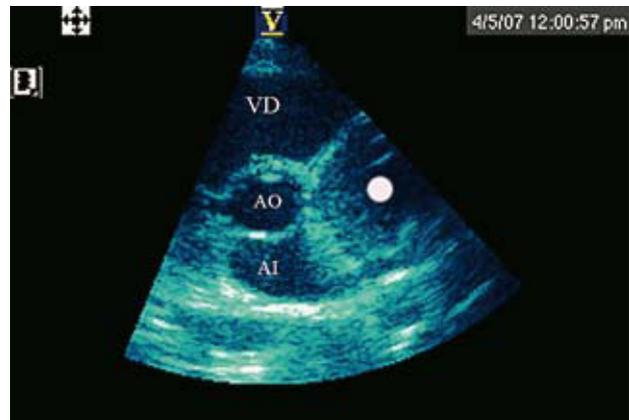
Ecocardiograma en el que se aprecia, marcada por un punto, una masa de 4 cm de diámetro por debajo de la arteria pulmonar y a nivel del surco interventricular.
